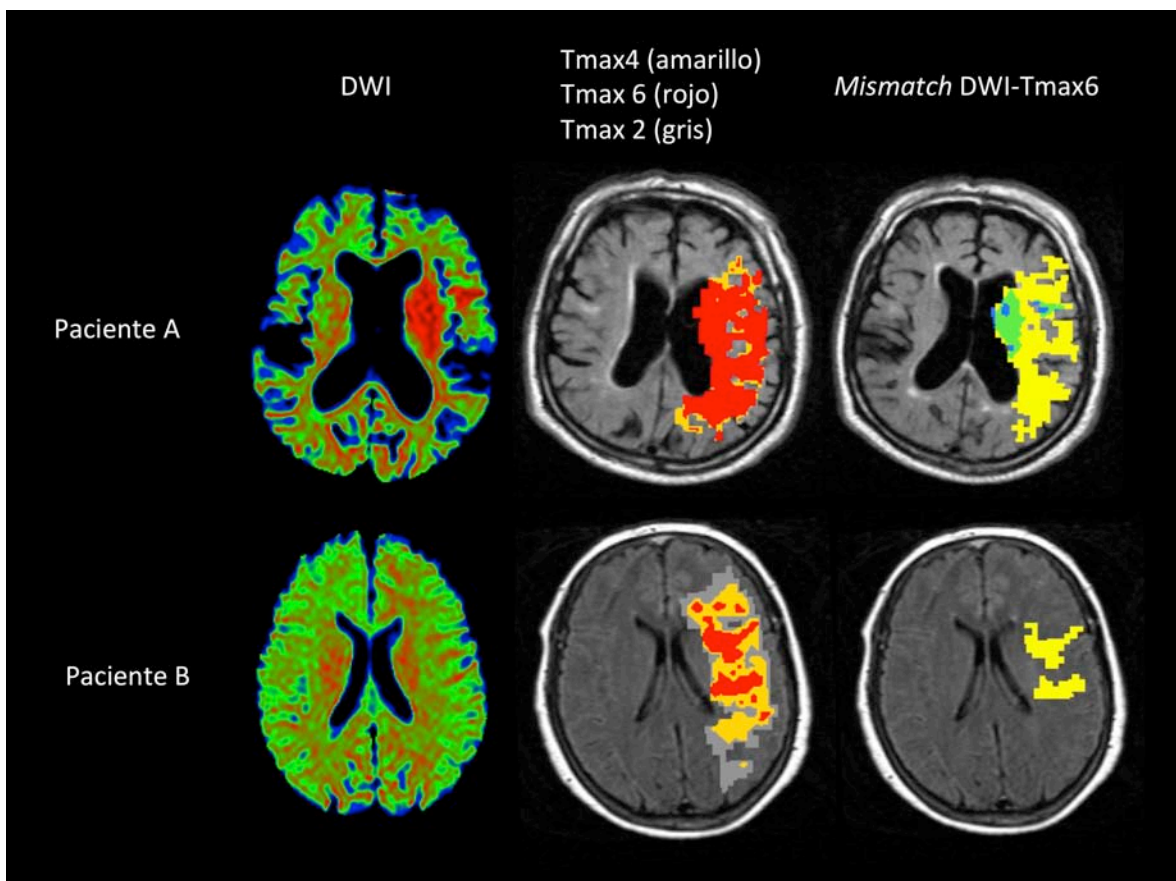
cálculo de los mapas multiparamétricos de RM. En la figura 26 se muestra el post-proceso para la obtención del volumen de infarto y penumbra. Mediante el software Olea, se definieron los umbrales de DWI, TMax de 2,4 y 6. Posteriormente se realizaba el cálculo del área de cada uno de ellos y del *mismatch* DWI-PWI (amarillo). Se muestran dos ejemplos (paciente A y B) con diferentes perfiles de *penumbra*. Posteriormente, para evaluar la presencia de Vht, se superpuso el mapa de *mismatch* al de T2* (Fig. 27a).
